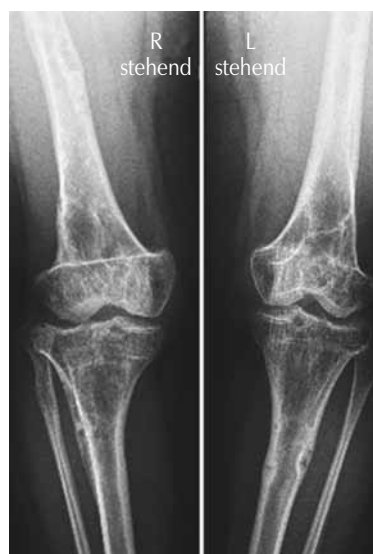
Рентгенограммы коленных суставов в прямой проекции: сочетание остеопороза, остеолитических очагов в кортикальном слое и фиброзно-хрящевых изменений
